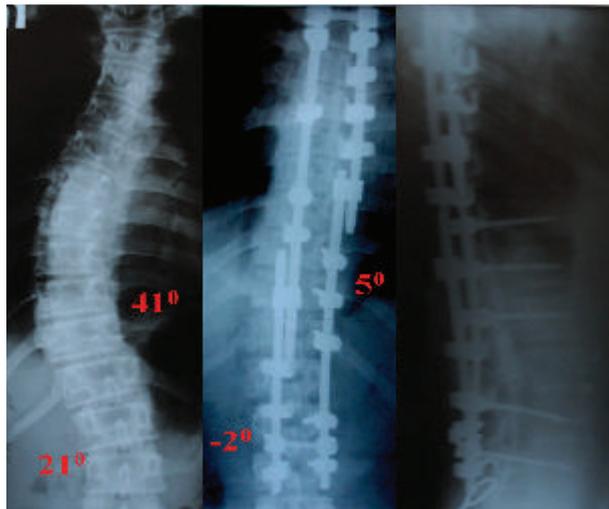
Рентгенограммы пациентки К. 16 лет
